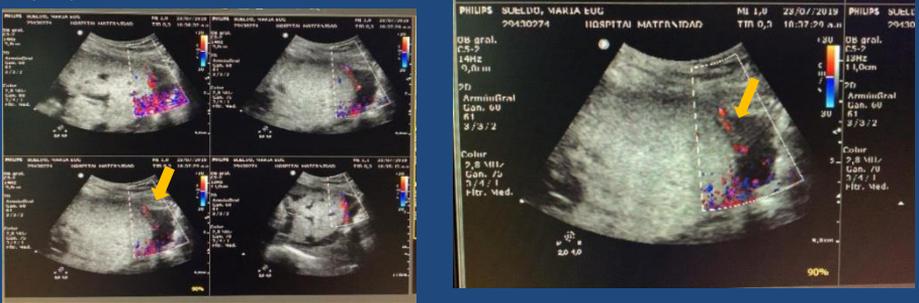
Ecografía doppler color de un embarazo de del tercer trimestre, donde se identifica infiltrado de la pared vesical por el tejido placentario.
